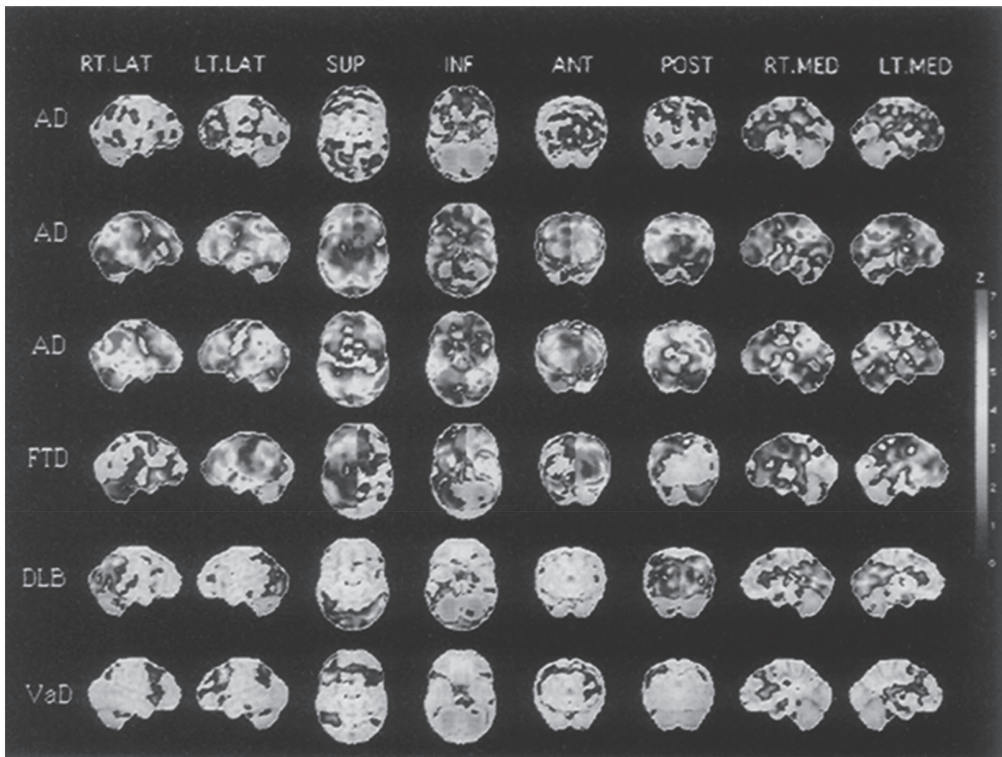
認知症性疾患のSPECTにより脳血流低下領域を示したZ score map
